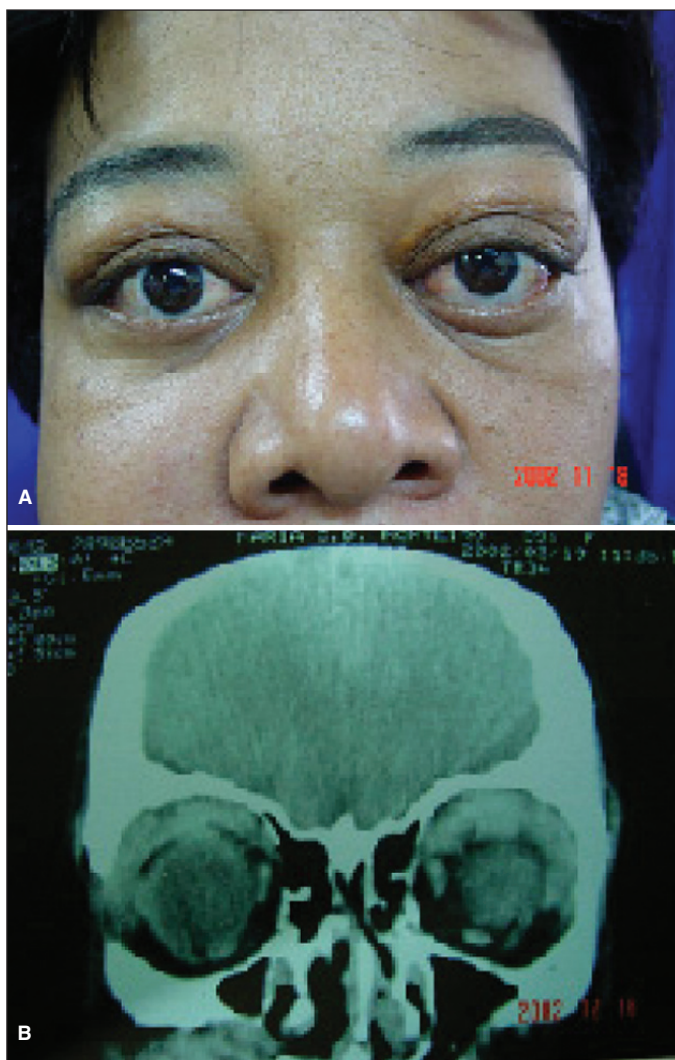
Caso 1: A) Fotografia externa, demonstrando proptose bilateral, pior à esquerda; B) Tomografia de órbita demonstrando espessamento e infiltração do conteúdo orbitário
